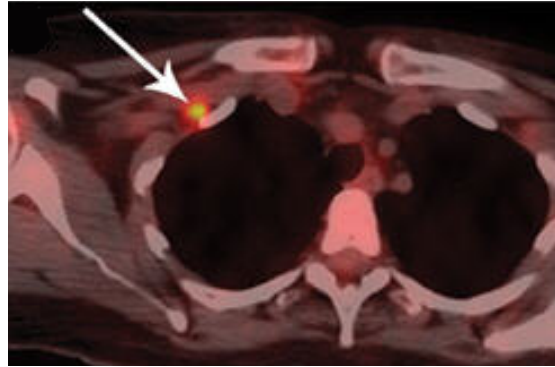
Tumor inflamatori vist mitjançant un TAC.
